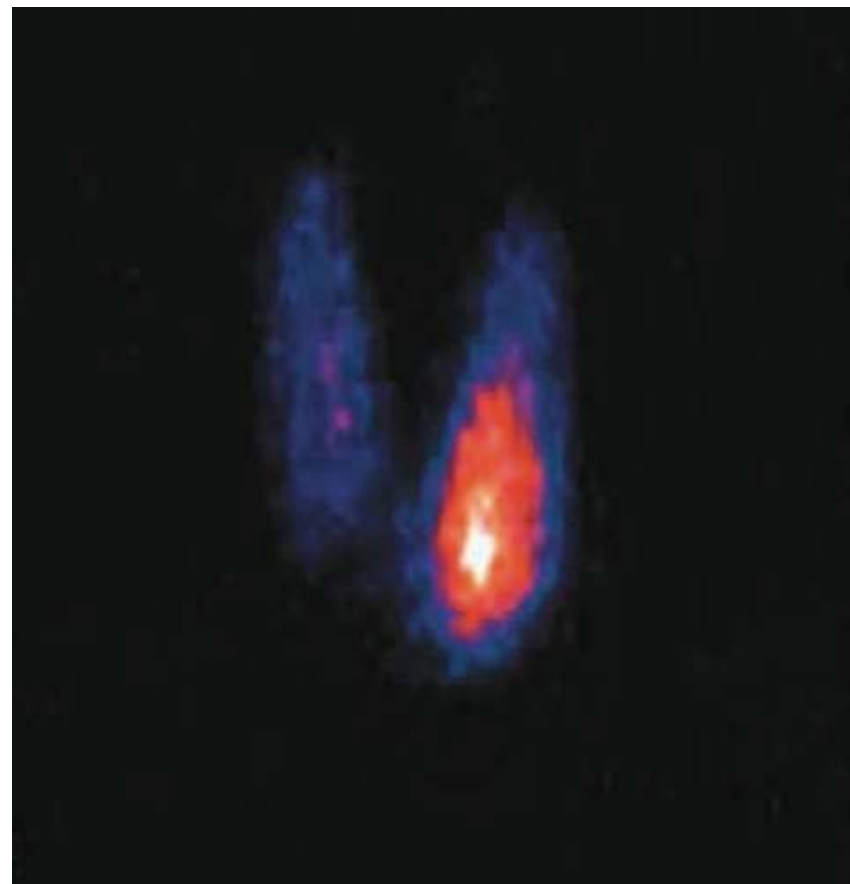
Сцинтиграфия щитовидной железы: «горячий» узел левой доли
